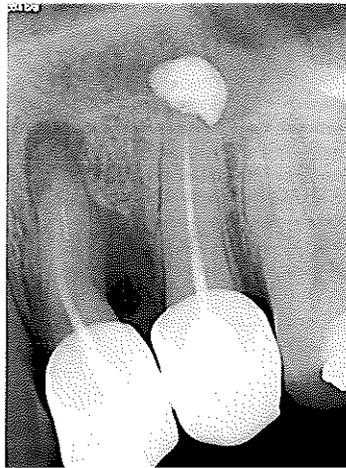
radiographie d'un dépassement volumineux de pâte d'obturation sur la dent n°25 indiquant une sur-extension.
